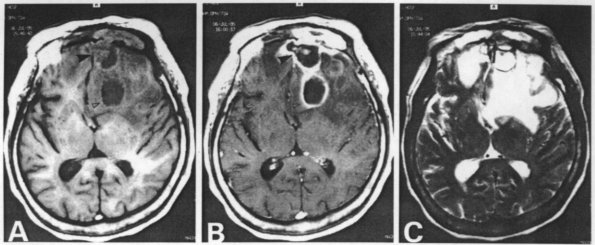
MRI finding. Axial T1-weighted MR images before(A) and after(B) the administration of the gadolinium show rim enhancing epidural (black arrowhead) and intracerebral(white arrowhead) abscess on the left side. Also the markedly enhancing inflammatory tissue within the left frontal sinus is noticed. Axial T2-weighted MR image(C) shows a marked edema surrounding left-sided intracranial abscesses causing a severe mass effect on the ventricle. Note multiple cortical bone defects (arrow) of the posterior wall of the left frontal sinus.
